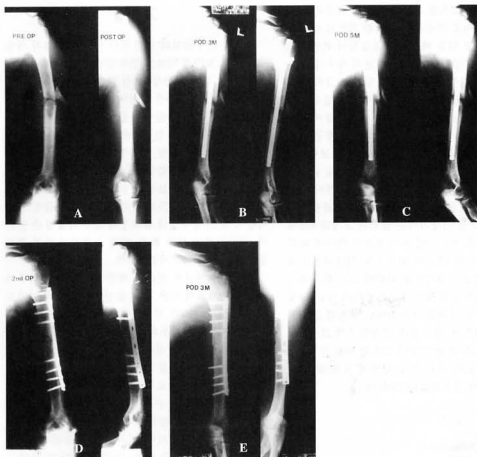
Preoperative and Postoperative roentgenogram. Primary treatment was closed intramedullary nailing with the Seidel nail.
